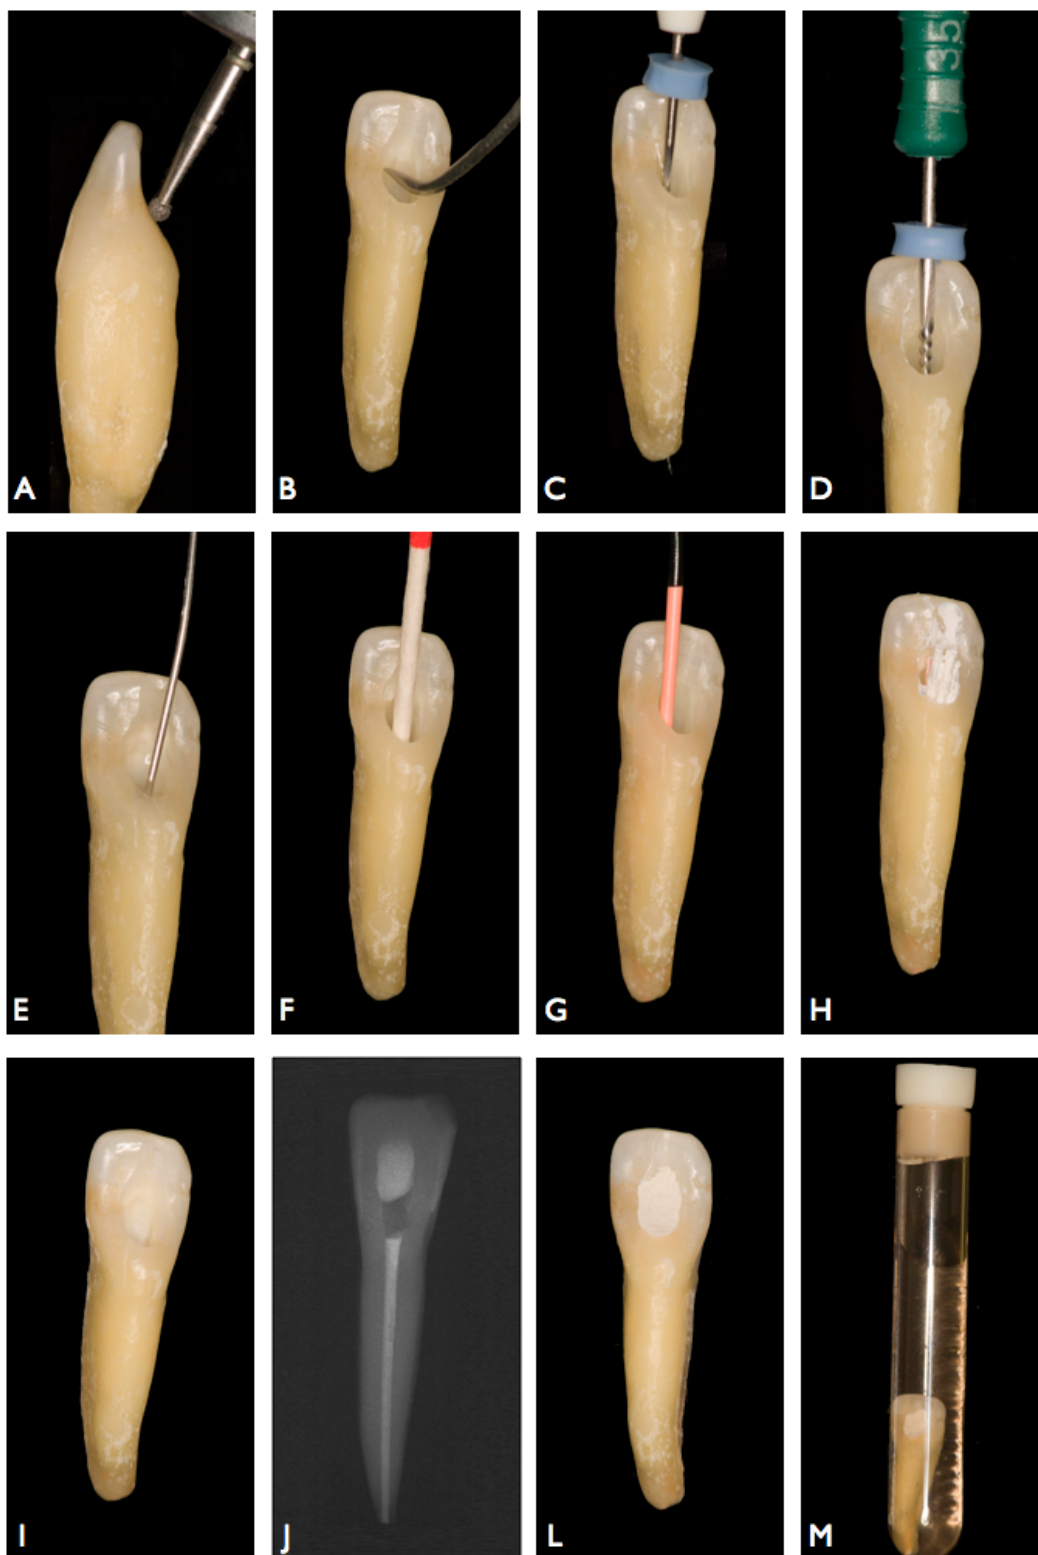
Seqüência de realização do tratamento endodôntico. A - Abertura Endodôntica. B - Verificação da remoção de todo o teto da câmara pulpar. C - Determinação do comprimento de trabalho de modelagem. D - Lima #35 utilizada para finalizar a instrumentação do conduto. E - Irrigação final. F - Secagem do conduto com pontas de papel absorvente. G - Prova do cone principal de guta-percha. H - Obturação final do conduto. I - Corte dos cones na altura do limite amelo-cementário. J - Radiografia para visualização da obturação. L - selamento provisório da cavidade. M - Armazenamento do dente em água.
